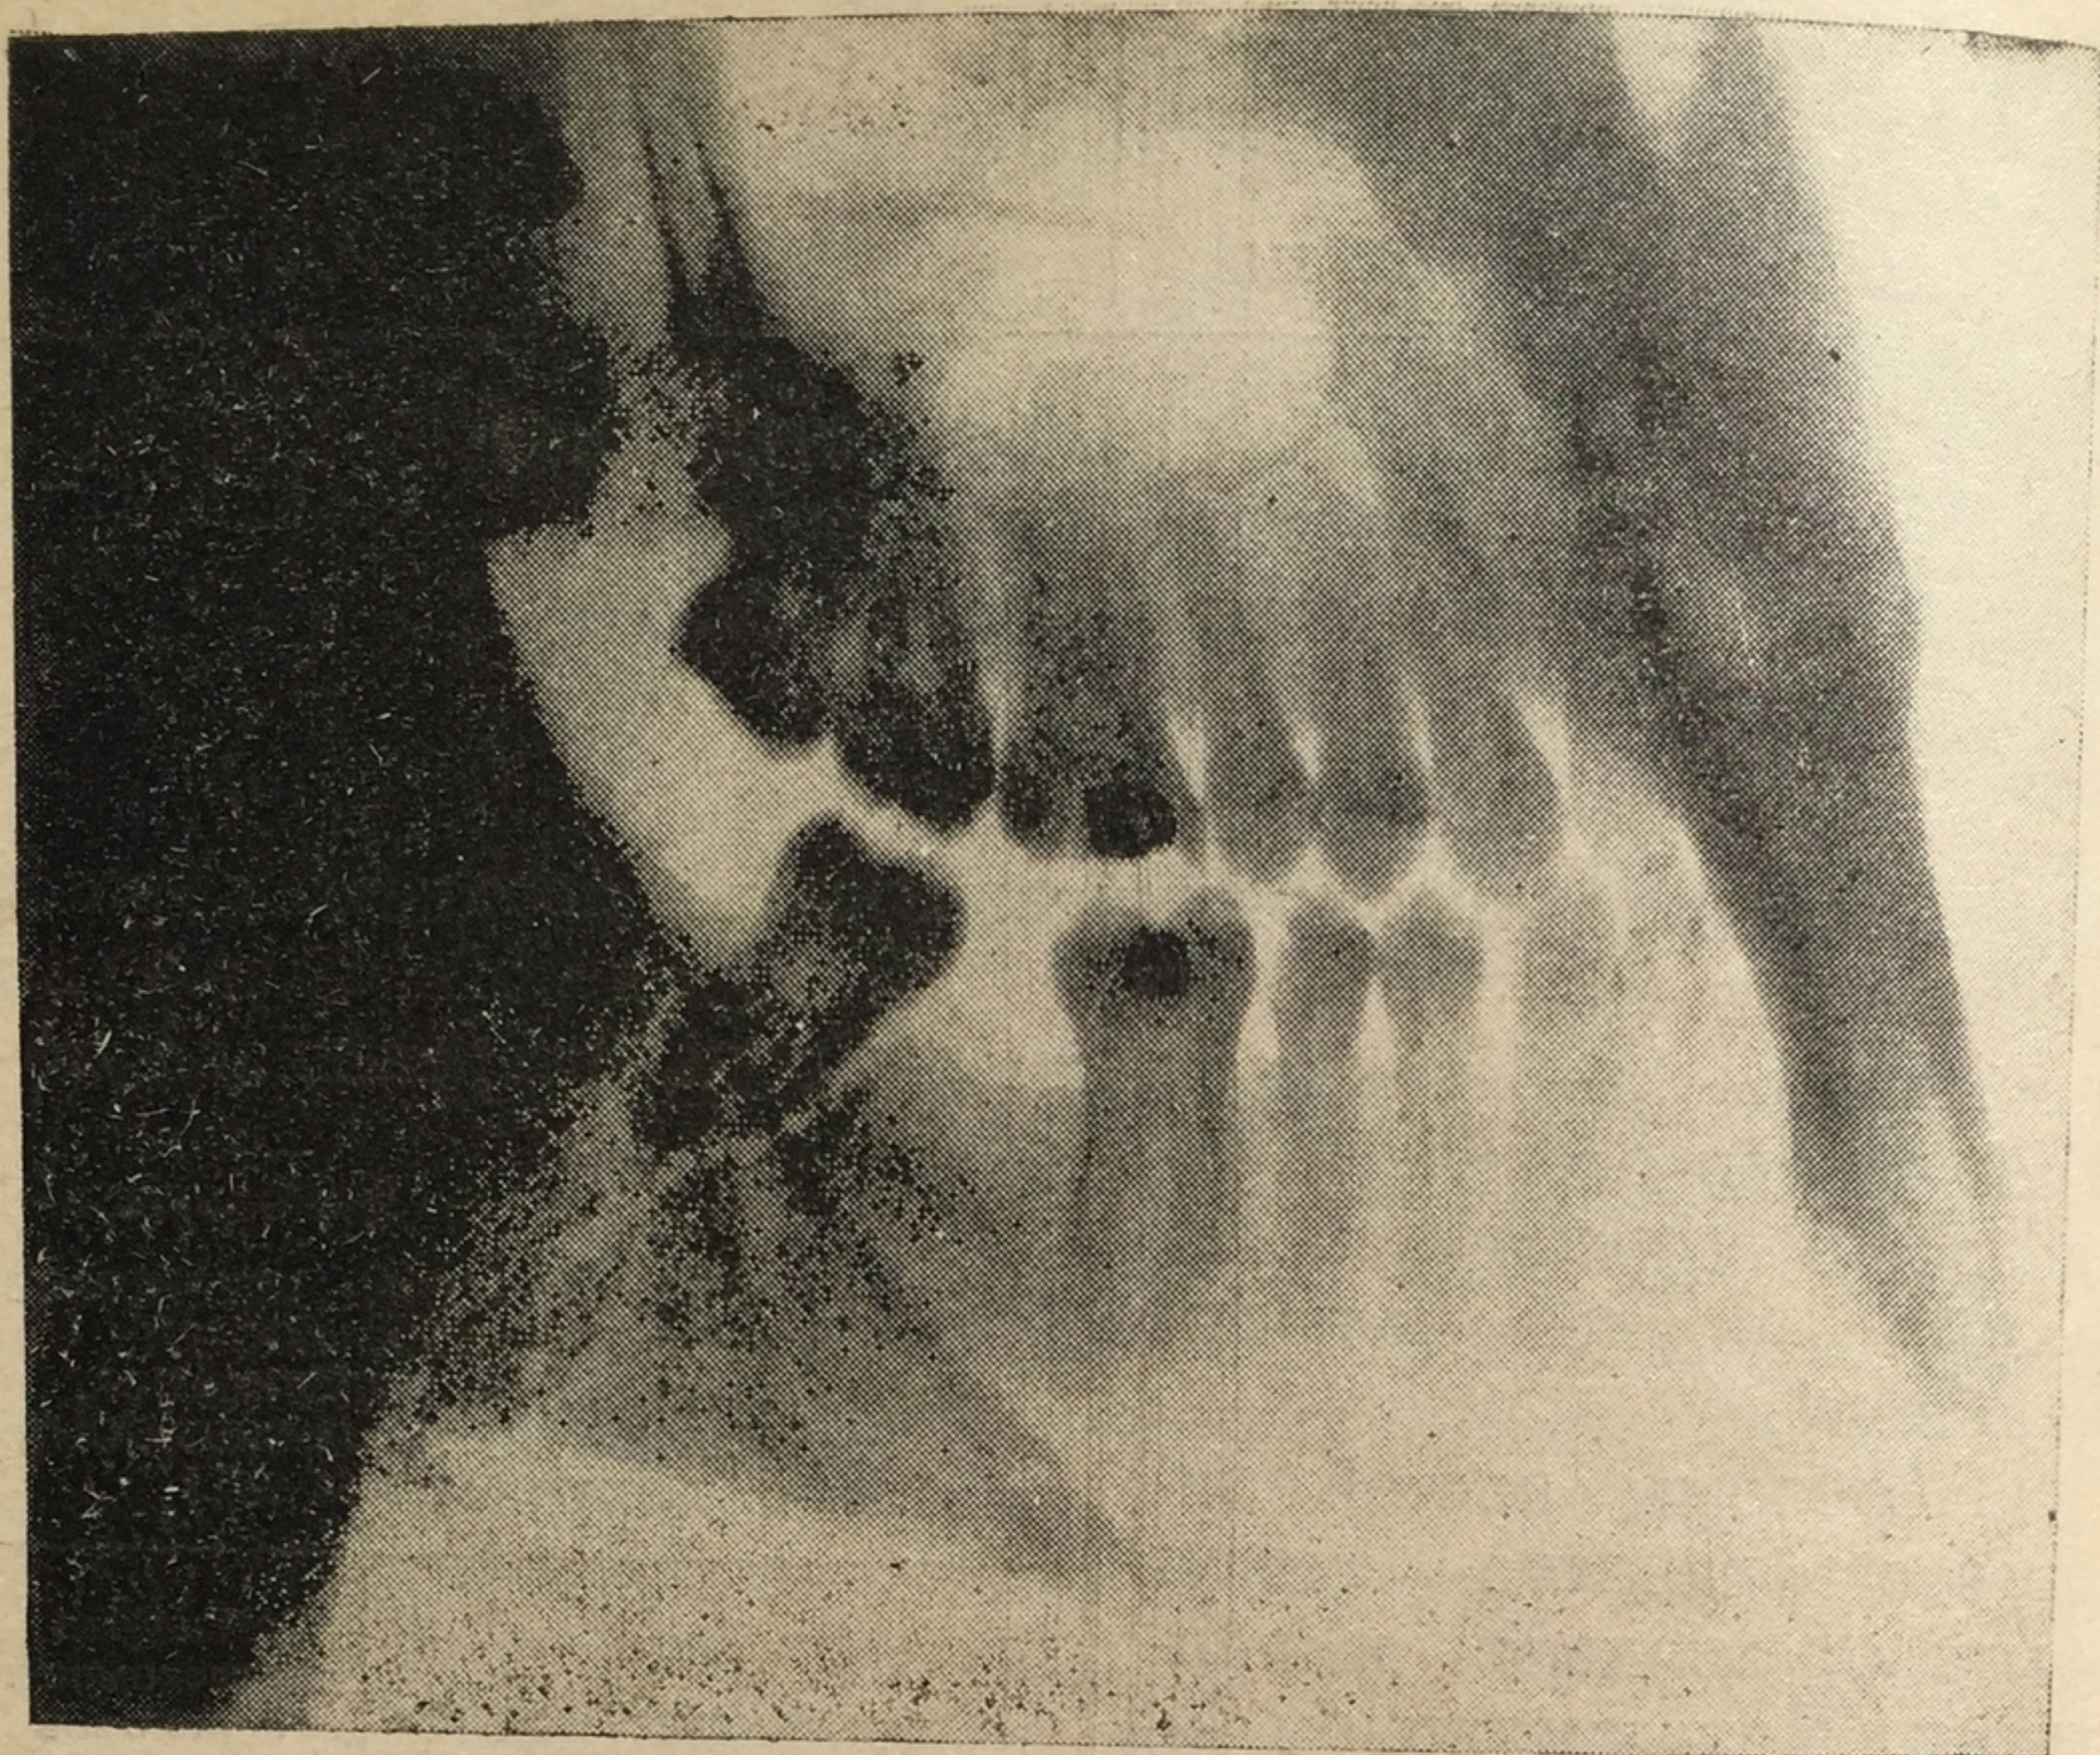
Открытый перелом нижней челюсти. Отпечаток с рентгенограммы.
